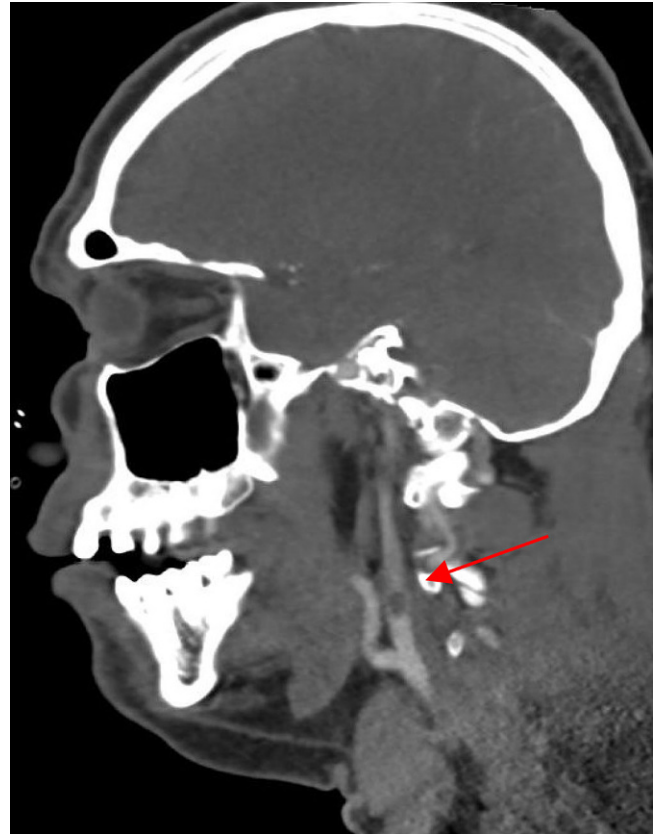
CT-Angiographie, sagittale Darstellung des Thrombus in der ACI links (roter Pfeil)
